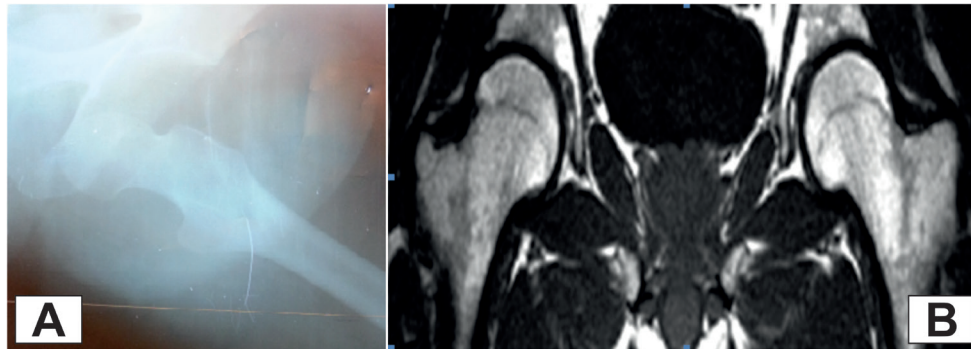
Caso 2: luxación traumática anterior obturatriz de cadera izquierda. A: radiografía de cadera izquierda prereducción, se observa la cabeza femoral fuera de la articulación coxofemoral, sobre el agujero obturador. B: tomografía simple de la pelvis, postreducción.
